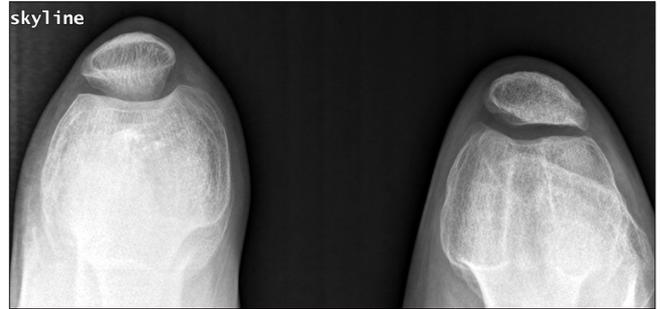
The follow-up radiograph taken 6.5 years after the 1st operation (2.5 years after 2nd operation) shows a developed trochlear groove and a well located patella on the Merchant view.
